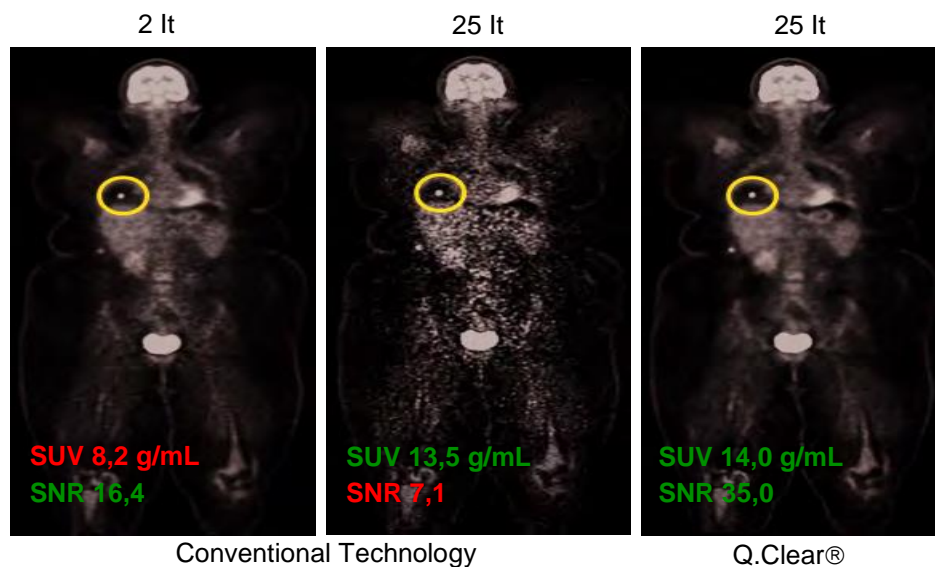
Tecnologia convencional vs Q.Clear®: variação do SUV e da SNR.
